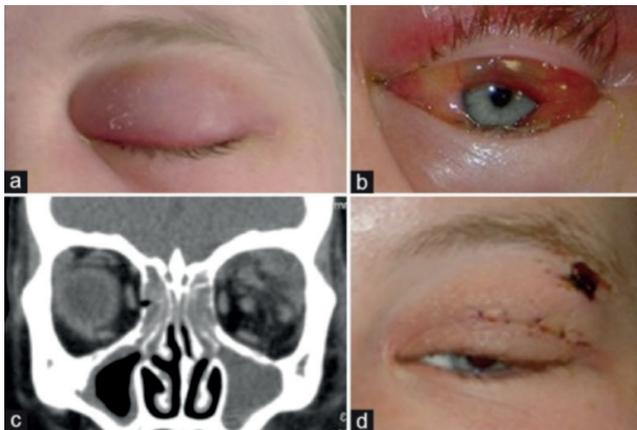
a e b) Criança de 10 anos com história de dor orbitária, quemose e restrição dos movimentos oculares. c) Imagem de TC mostra uma coleção no quadrante supero-temporal da órbita, sinusite etmoidal e maxilar. d) Drenagem via cutânea (em Hamed-Azzam 2018).
